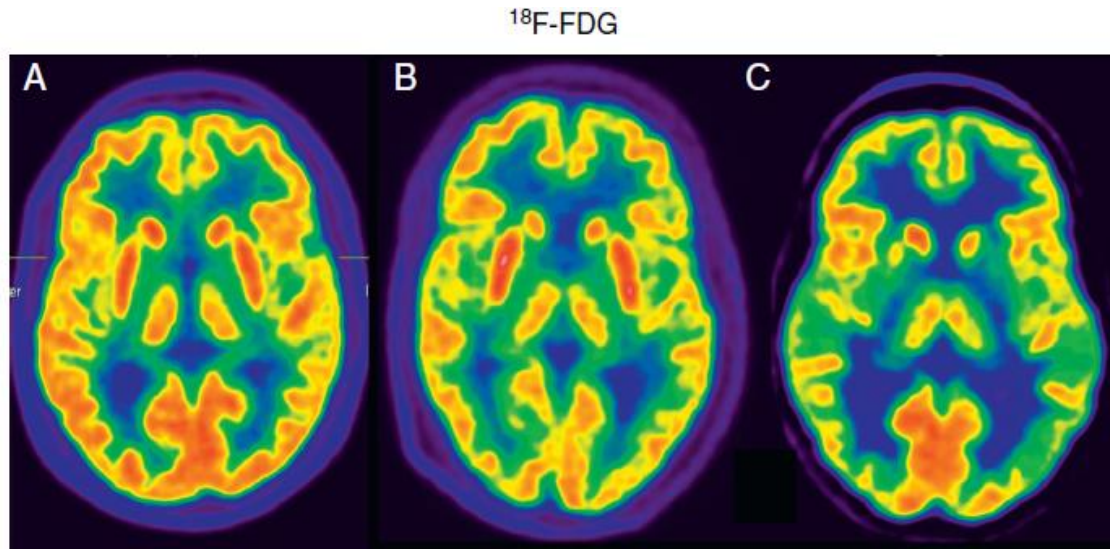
Imagen de PET  $^{18}\text{F}$ FDG en un sujeto normal en la que se aprecia una actividad en los ganglios basales predominante, homogénea y simétrica (A); con EP (B) similar al sujeto normal pero con mayor actividad en la región posterior del putamen ; con una atrofia multisistémica parkinsoniana (AMS-P) (C) en la que se aprecia una marcada reducción de actividad en la región posterior del putamen de ambos hemisferios. Tomado de Arbizu J et al. Neuroimagen funcional en el diagnóstico de pacientes con síndrome parkinsoniano: actualización y recomendaciones para el uso clínico. Revista Española de Medicina Nuclear e Imagen Molecular. 2014; 33 (4): 215-226.
